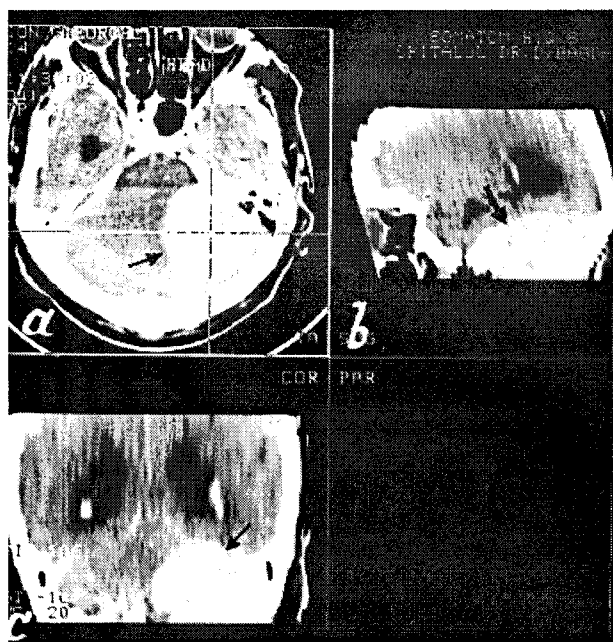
CT-scan (fosa posterioară cu reconstrucție): neurinom acustic stâng: a) secțiune orizontală; b) secțiune sagitală; c) secțiune frontală.
